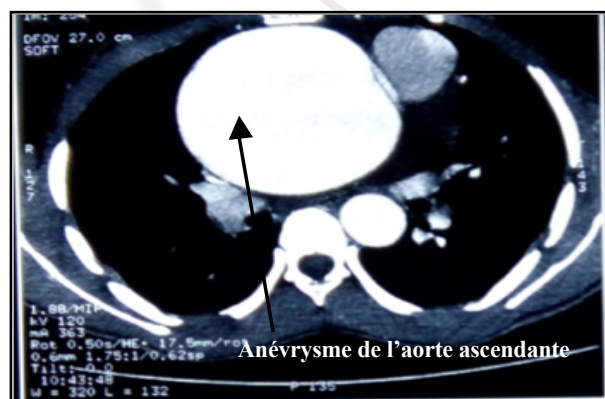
TDM Thoracique (les rapports intimes entre l'aorte anévrysmale et le sternum).
